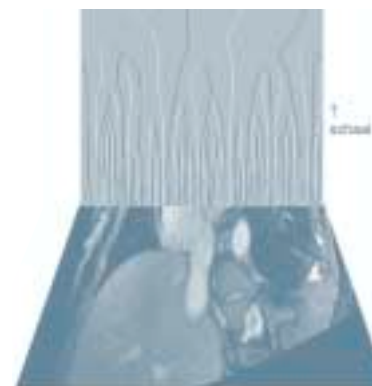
Multi-schaalsegmentatie met behulp van de multi-resolutiestructuur van het beeld. Bodem: MRI van de aorta. Van één beeldlijn is de schaalruimte berekend (in werkelijkheid berekend men de schaalruimte van het hele beeld). Bij afnemende resolutie verdwijnt steeds meer structuur, zoals bijvoorbeeld het aantal maxima en minima. 'Belangrijke' structuren blijven lang bestaan. We kunnen deze weer terug projecteren naar het niveau van fijne resolutie en zo randen vinden.
